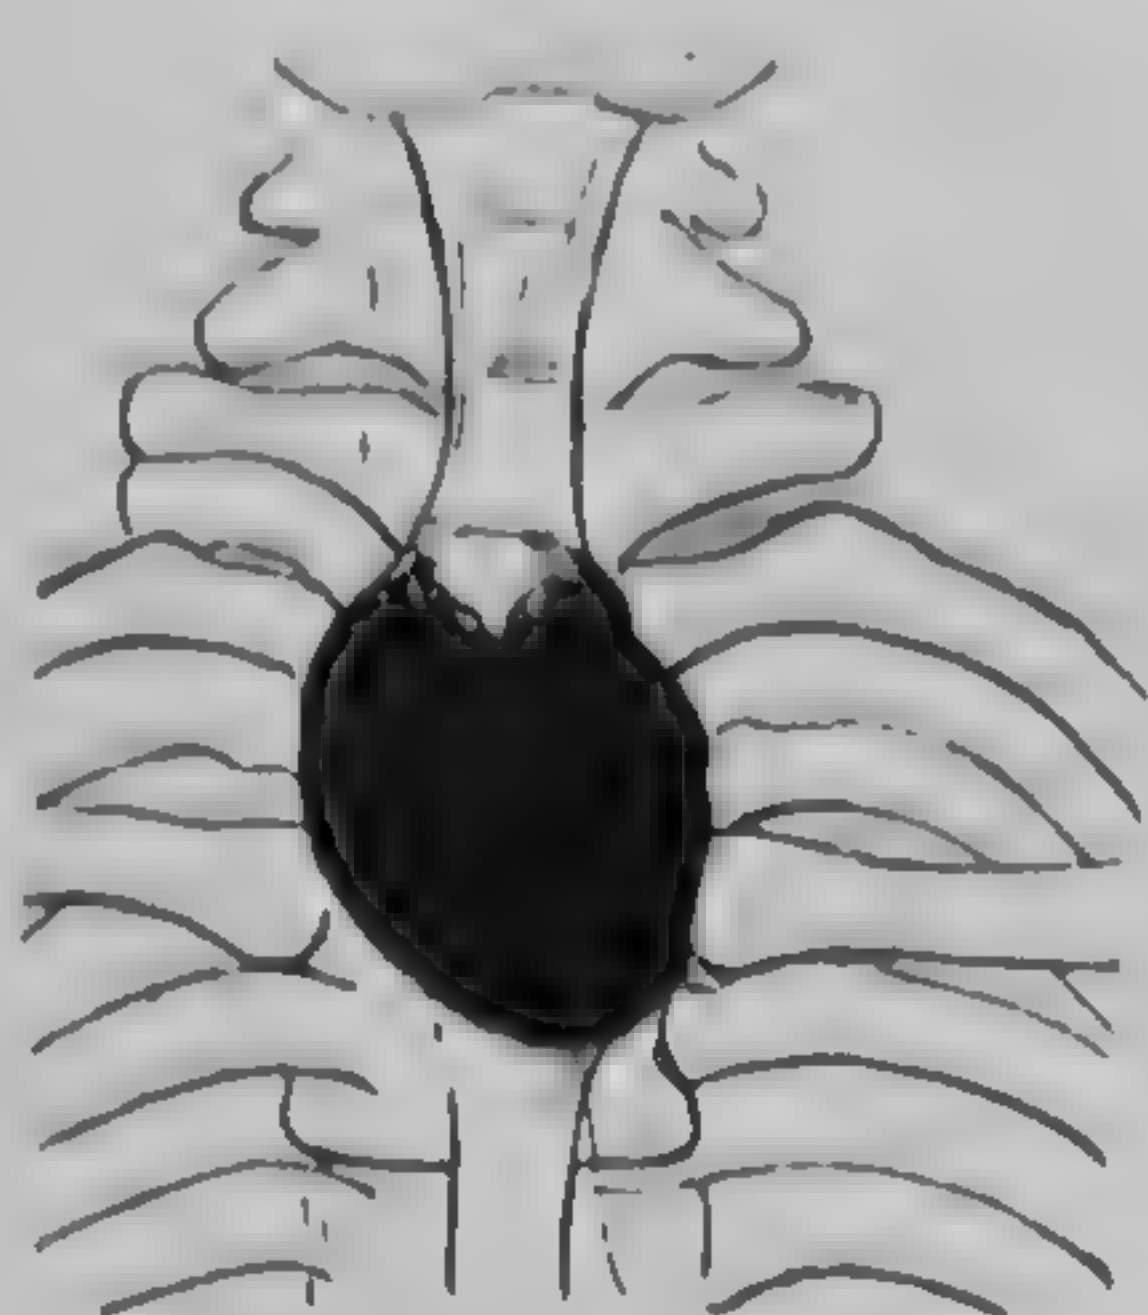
Diverticul de pulsuno (radiografie dr. Bîrzu)
